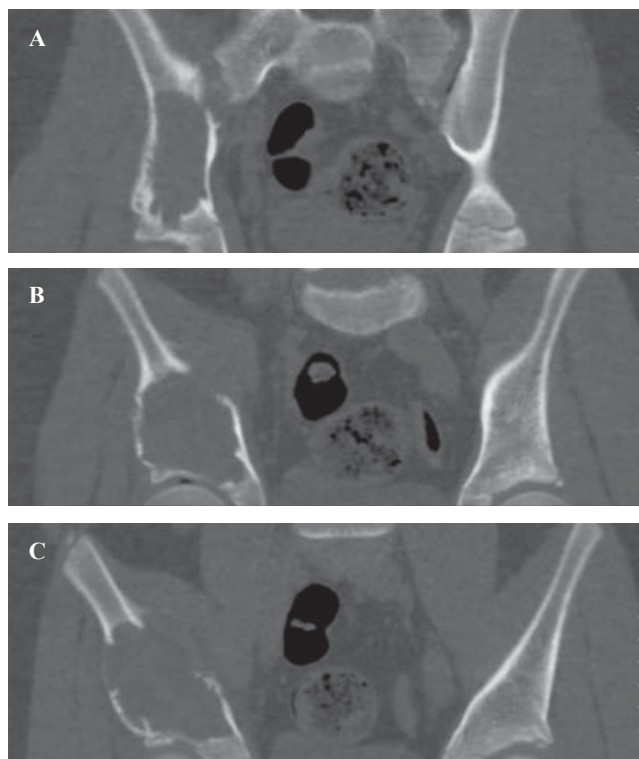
TAC cortes coronales.
